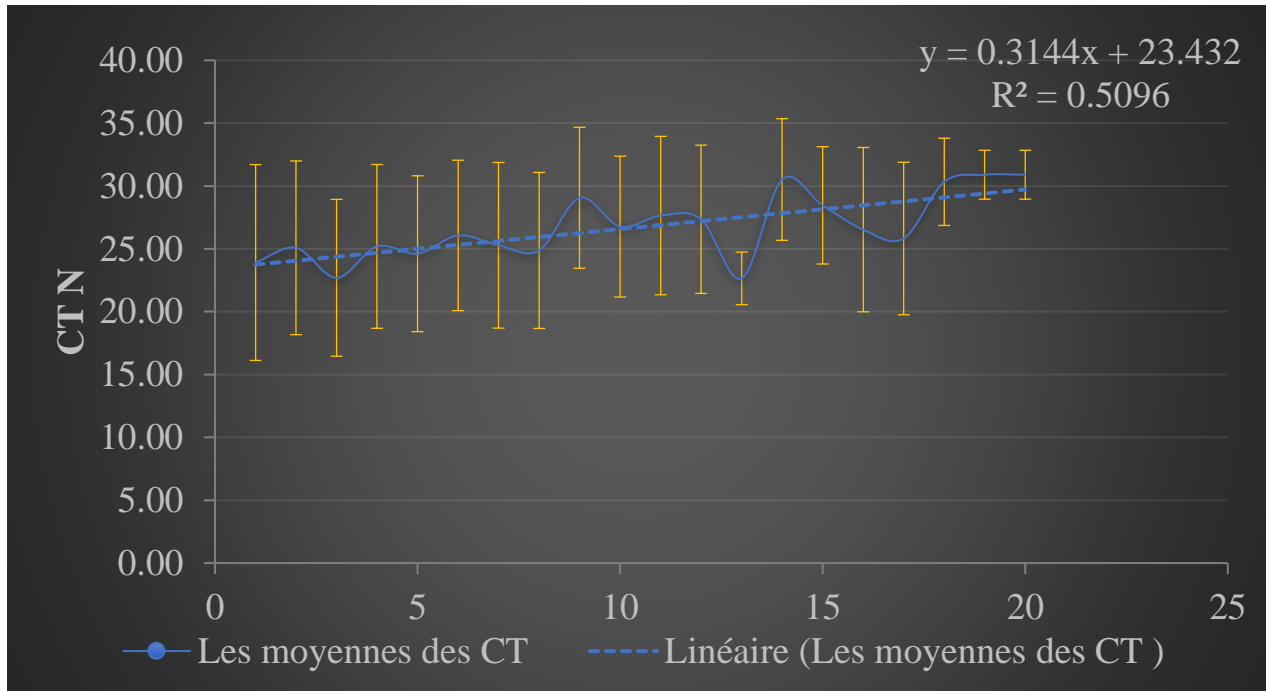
La répartition des moyennes des CT du gène N selon les dates d'apparition des symptômes.
